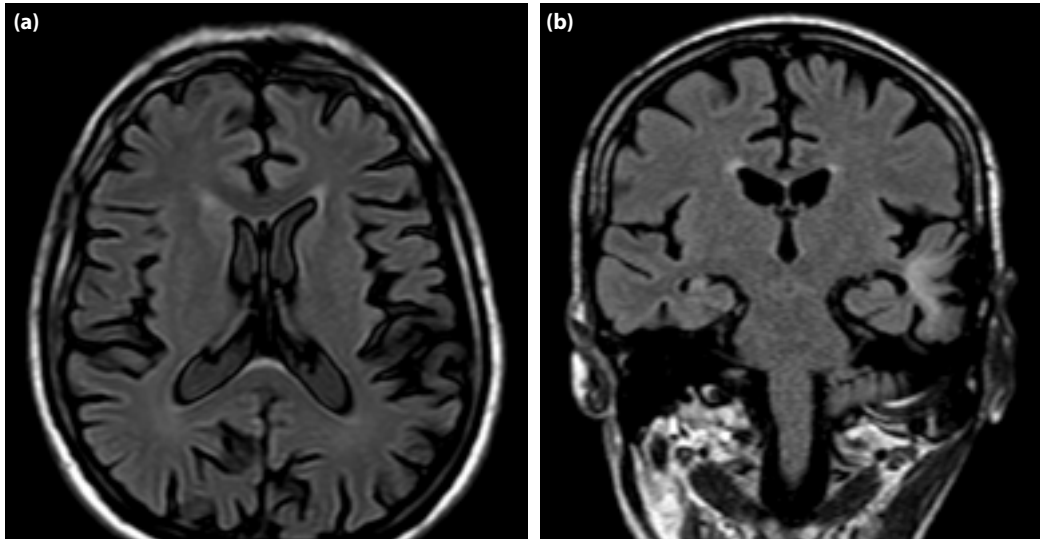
(a) Aksiyal FLAIR manyetik rezonans; Posterior paryetal bölgede malazik alan. (b) Sagittal T2A manyetik rezonans; Posterior paryetal bölgede periventriküler lökomalazi ve serebellar atrofi.
